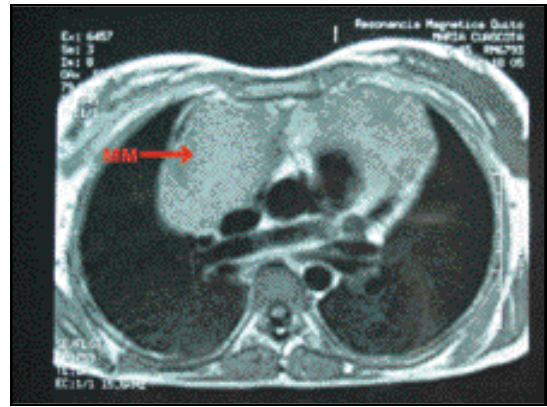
Masa mediastinal por tomografía axial, del caso de linfoma
